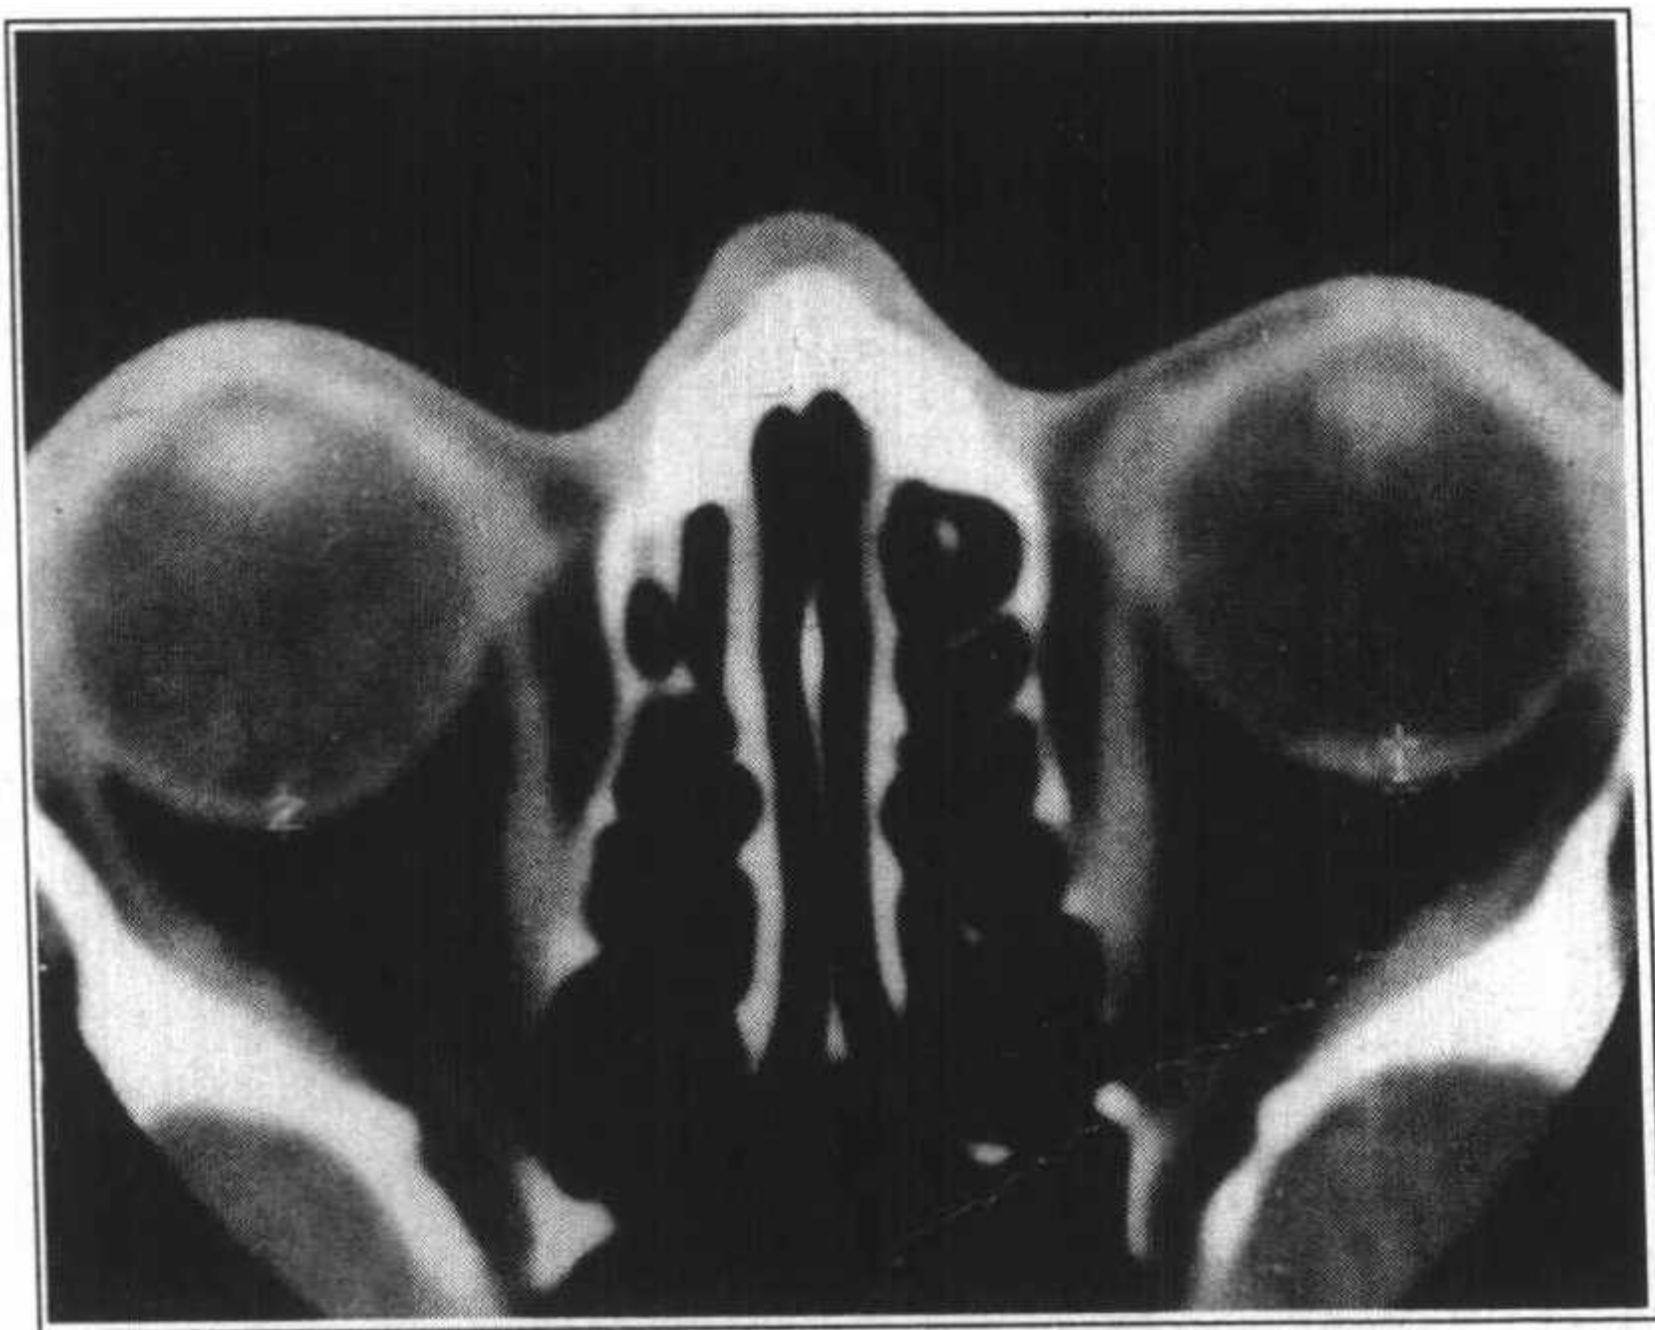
左眼球眼底脉络膜血管瘤 (↑)，轴位增强 CT，CT 表现只是眼底局部轻度增厚
